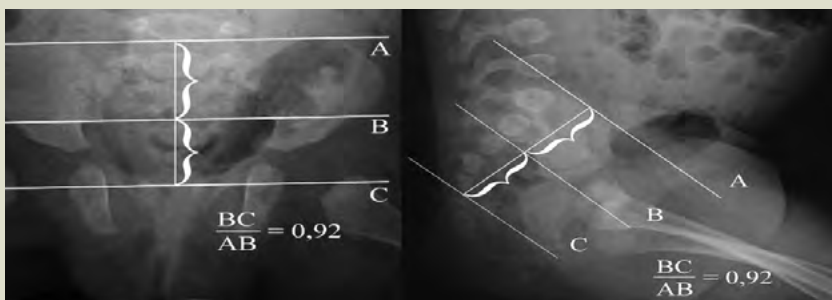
Рентгенограмма костей таза: расчёт крестцового индекса (sacrum index); указаны соотношения сегментов позвоночника.
